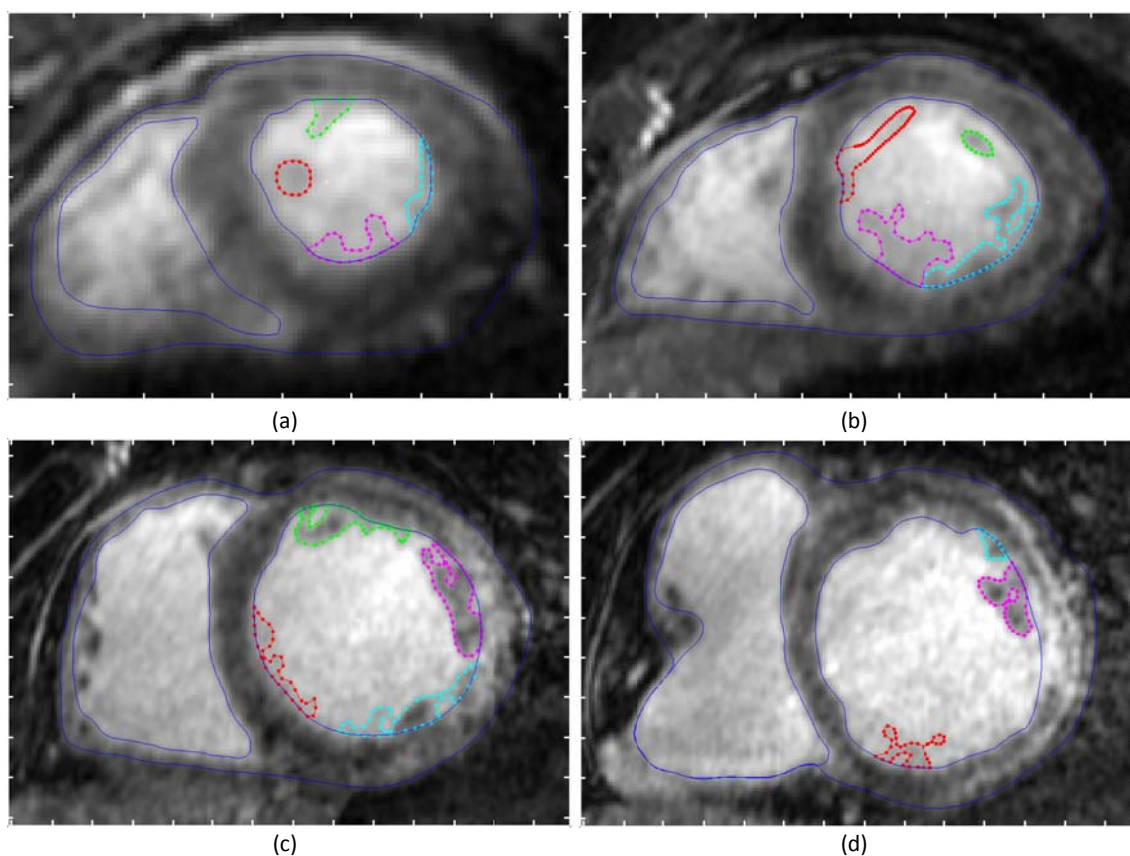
Resultados de la segmentación manual de los músculos papilares y trabéculas del endocardio del VI sobre las imágenes de DE-MRI. Cortes a distintos niveles de la región ventricular: (a) nivel apical, (b) nivel medio-apical, (c) nivel medio-basal y (d) nivel basal
